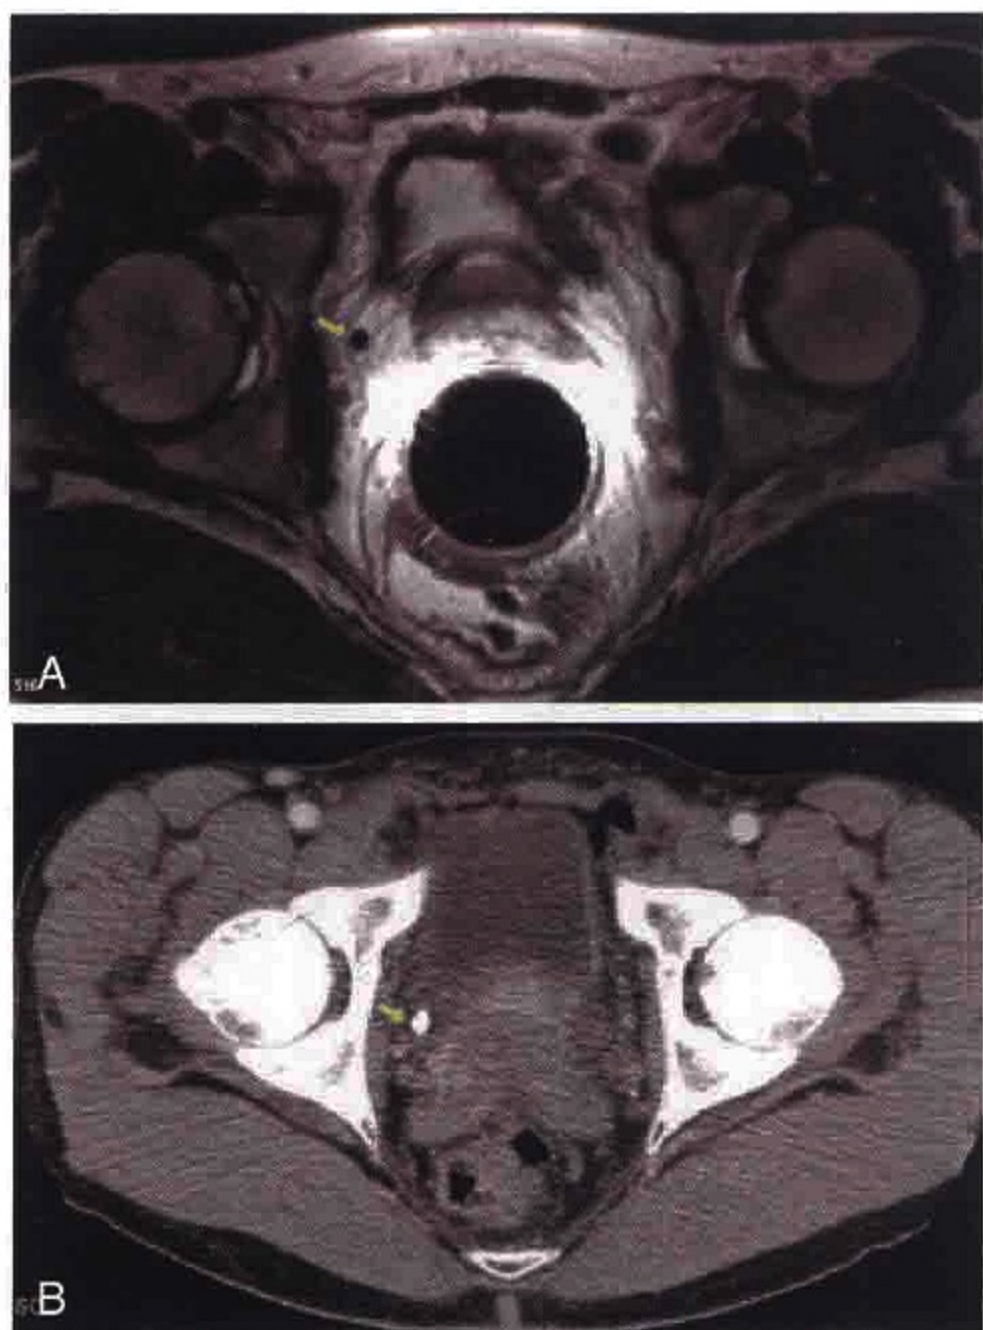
静脉石在 MRI 上类似淋巴结。A. 横轴位 T2 加权像：前列腺癌患者右侧前列腺区点状低信号影（箭）。由于磁敏感效应，钙化在 T2 加权像上往往呈均匀的低信号。B. 同一患者相应层面 CT 图像显示钙化的静脉石（箭）
